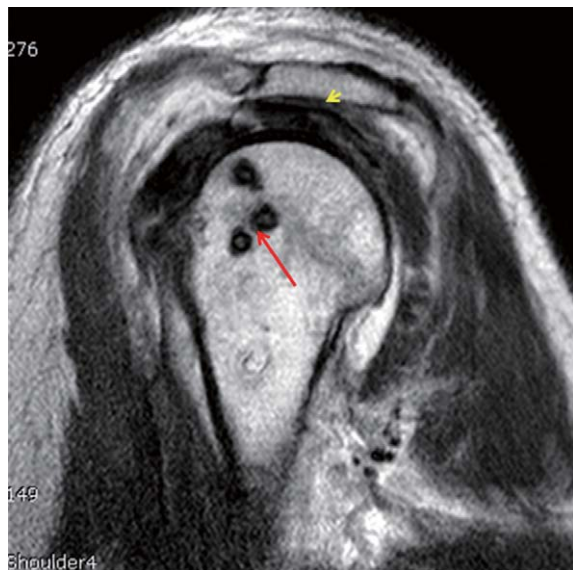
At postoperative 4 months, oblique sagittal MRI findings showed that the suture anchor inserted proper position (red arrow) and intact rotator cuff (yellow arrow head) in the above 61 years-old female.
